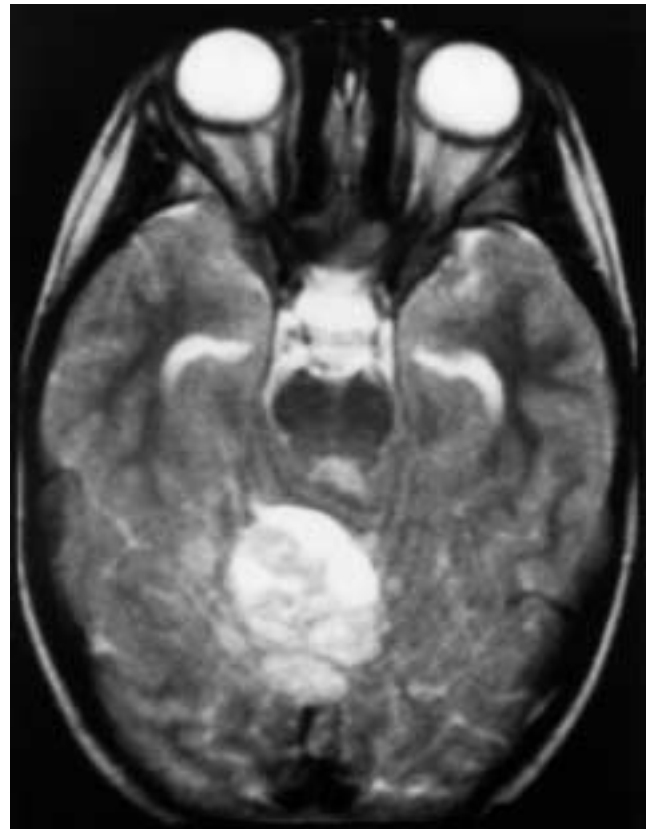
Tumor al diagnóstico (TAC).
